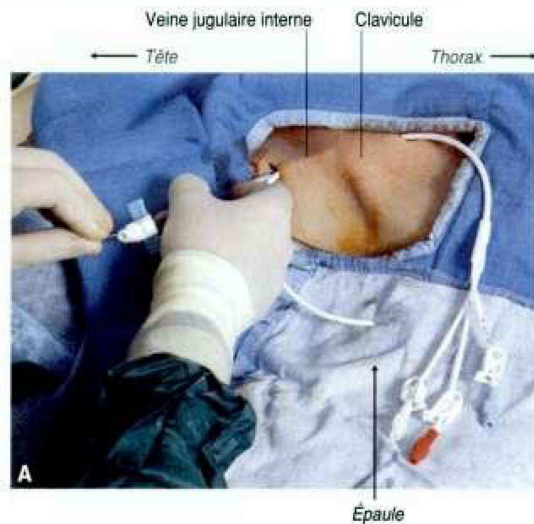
Cathétérisme veineux central au cou. A. Repères cliniques et techniques. B. Radiographie pulmonaire de contrôle montrant que l'extrémité du cathéter est dans l'origine de l'atrium droit.
